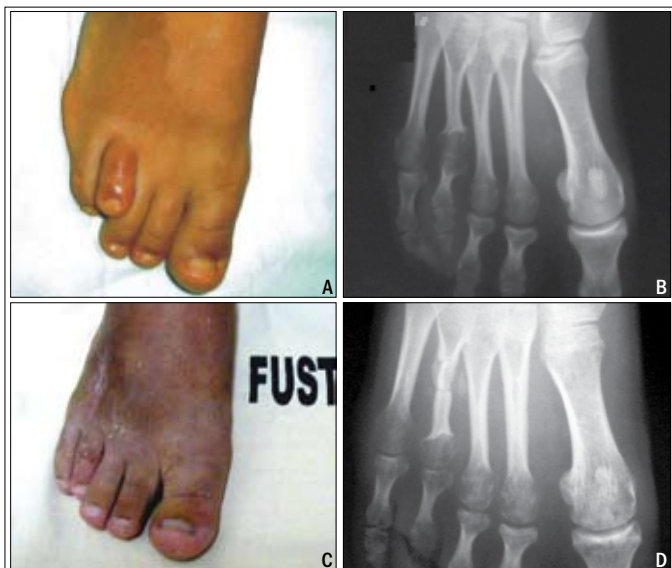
Técnica utilizando enxerto ósseo autólogo de tíbia. A) Pré-operatório do 4º dedo encurtado, lado direito. B) Radiografia pré-operatória do pé direito, mostrando o 4º metatarso curto. C) Aspecto pós-operatório. D) Radiografia pós-operatória, mostrando o alongamento obtido.
